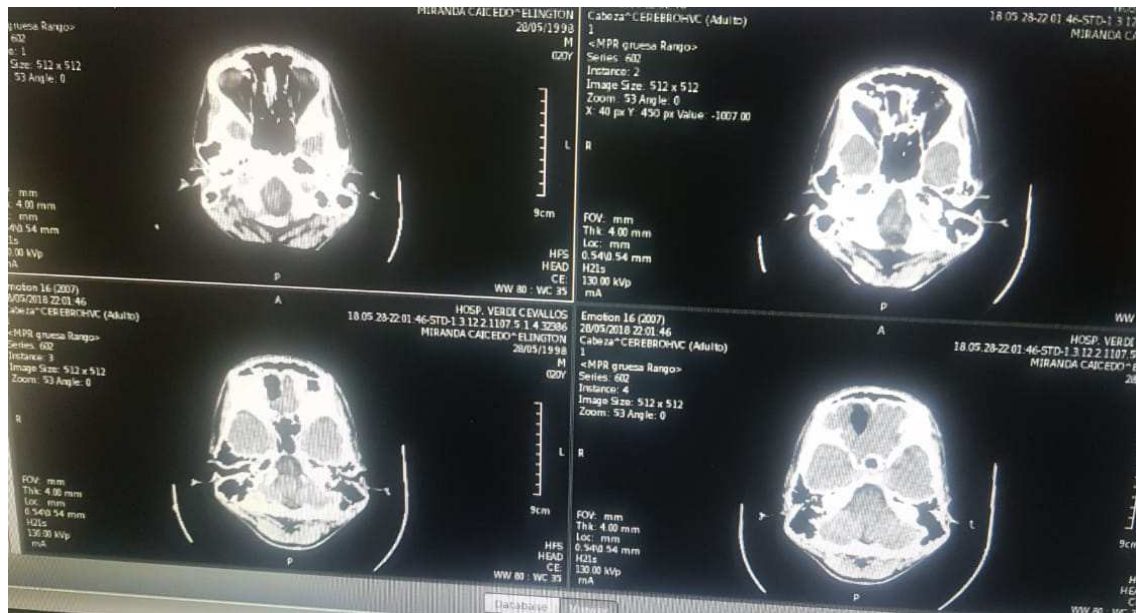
Tomografía de cerebro corte axial de la base del cráneo en la que se puede observar la fistula de liquido cefalorraquídeo en el hueso etmoides en el recuadro de la derecha inferior.
